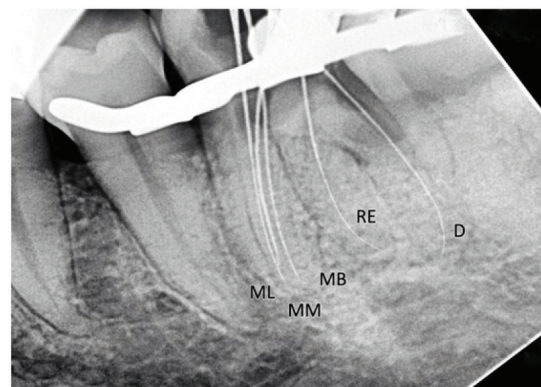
Gambaran per operatif gigi 36 (A) Klinis (B) Radiograf (C) Radiograf pergeseran sudut horizontal *cone* x-ray ke mesial
